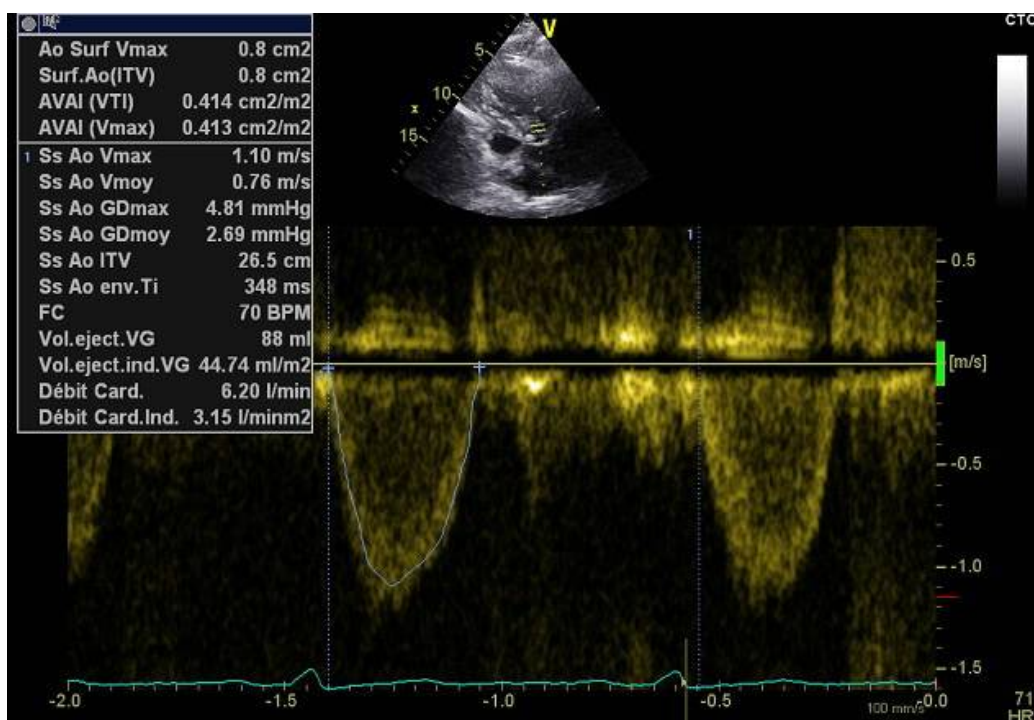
évaluation au doppler cardiaque d'un rétrécissement aortique par équation de continuité (SAo = 0,8 cm², indexée à 0,44 cm²/m²; ITV sous aortique à 26,5cm avec débit cardiaque à 6,21 L/mn).
